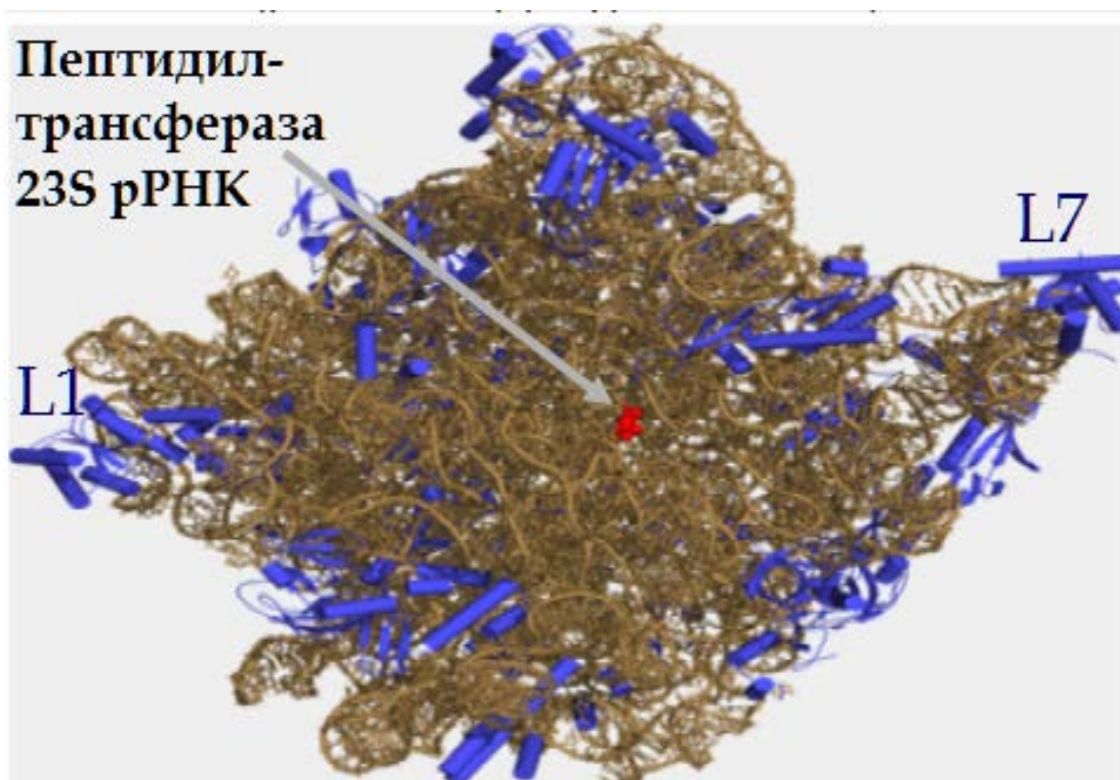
Зображення великої 50S субчастини прокаріотичної рибосоми, створене за результатами рентгеноструктурного аналізу. L1, L7 – рибосомальні білки.
